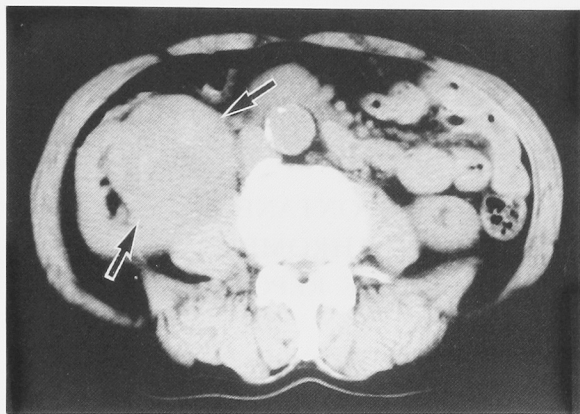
Abdominal computed tomography revealed a solid mass (5×5×4 cm, arrow) in the right kidney. The mass consisted of a mixed density.
